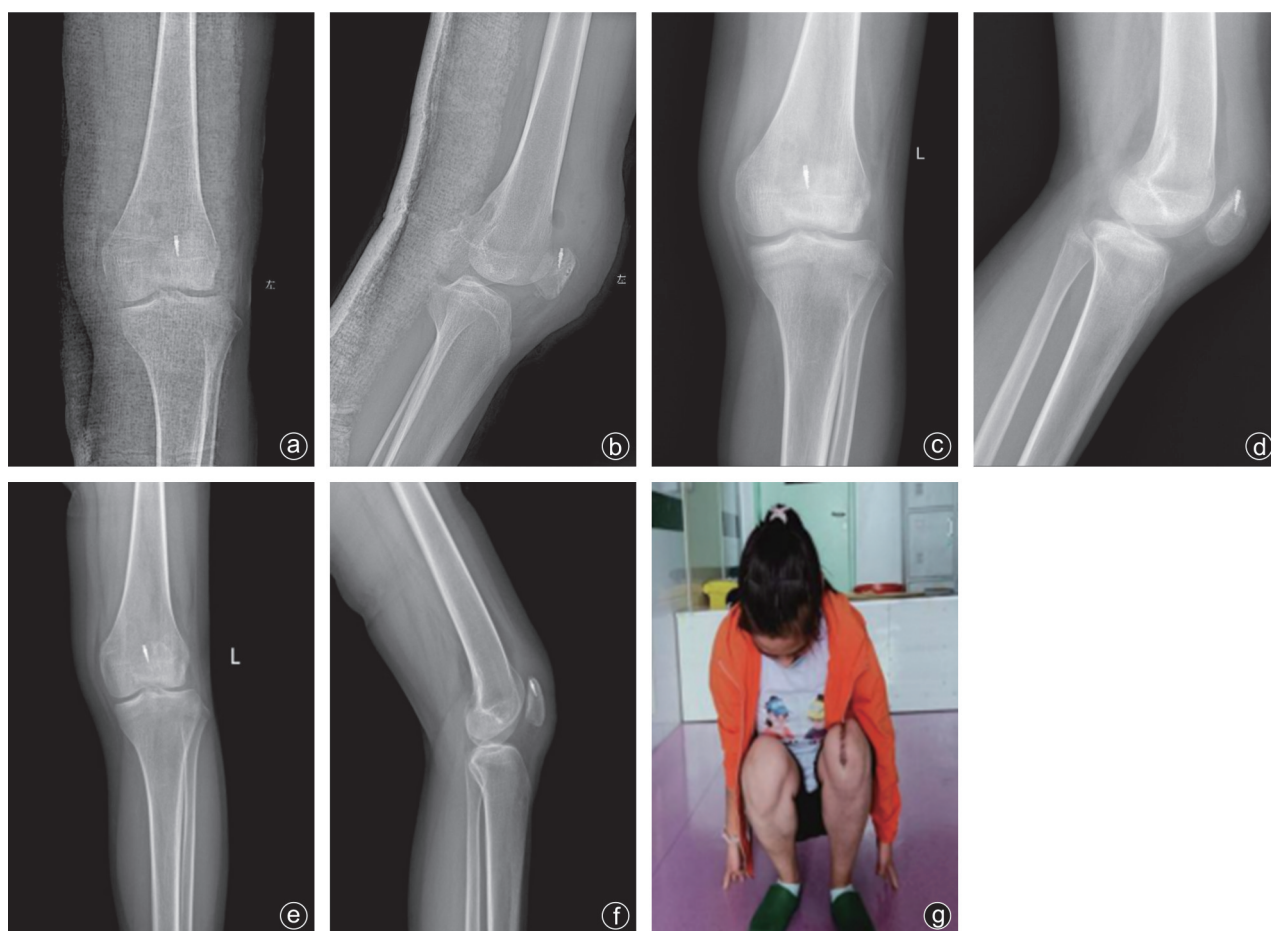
术后影像学资料 a,b:术后即刻X线片,见髌骨位置恢复,周围游离骨片复位良好;c,d:出院后1个月X线片,见髌骨位置恢复,撕脱骨折块初步愈合;e,f:术后7个月X线片,见髌骨位置恢复,撕脱骨折块愈合;g:左侧膝关节屈伸活动良好
